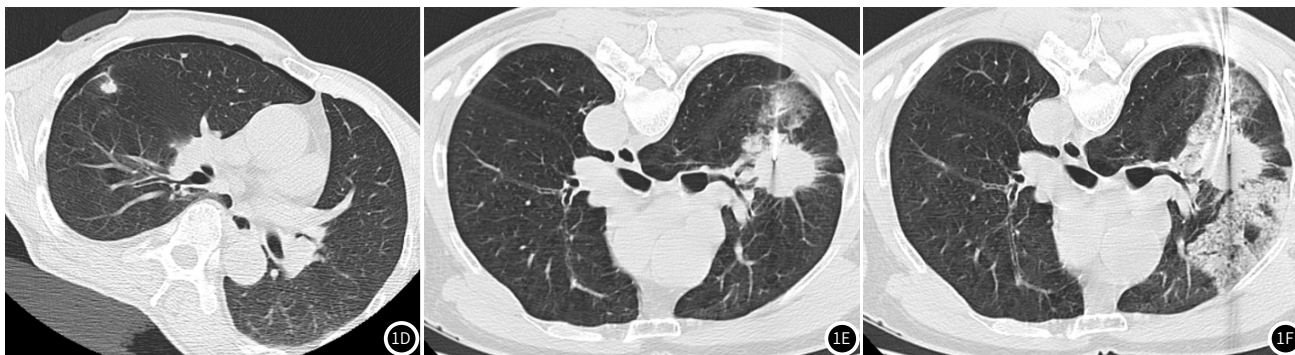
典型患者的CT扫描图像。图1A~1B:男,75岁,采用仰卧位短路径进针,穿刺后少量积血和气胸,CT引导下PTNB提示为腺癌;图1C~1D:男,59岁,采用仰卧位斜行长路径进针,穿刺后少量积血和气胸,CT引导下PTNB提示为肉芽肿性炎;图1E~1F:男,58岁,采用仰卧位斜行长路径进针,穿刺后肺泡积血,肿瘤周围出血,CT引导下PTNB提示腺癌。
